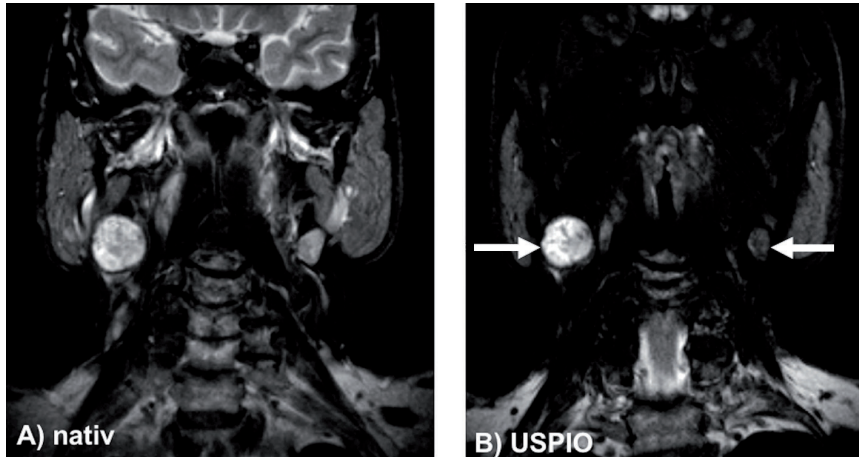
Fettunterdrückte T2-gewichtete MRT-Bilder eines Patienten mit einem Weichgaumenkarzinom. Die Nativbilder zeigen im Level II beiderseits einen signalreichen, vergrößerten Lymphknoten. Die Bilder nach USPIO-Gabe (B) zeigen ein unverändert hohes Signal im metastatisch befallenen Lymphknoten rechts (Pfeil) und ein erheblich vermindertes Signal im benignen Lymphknoten links (Pfeil) (vgl. Saleh *et al.* 2002).
